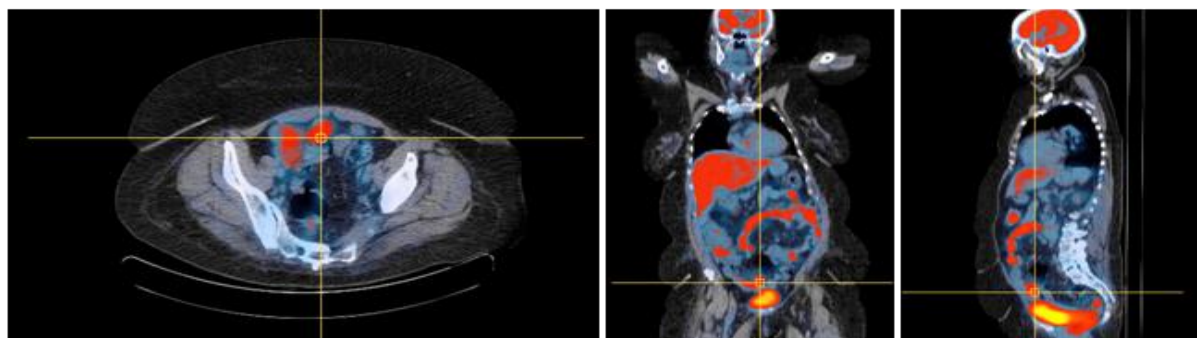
Imagens de ^{18}F -FDG PET/CT após aplicação da fracção de captação normalizada, de doente sob insulino-terapia, em cortes axial (à esquerda), coronal (ao centro) e sagital (à direita). De notar a intensa captação hepática e de algumas ansas intestinais.
